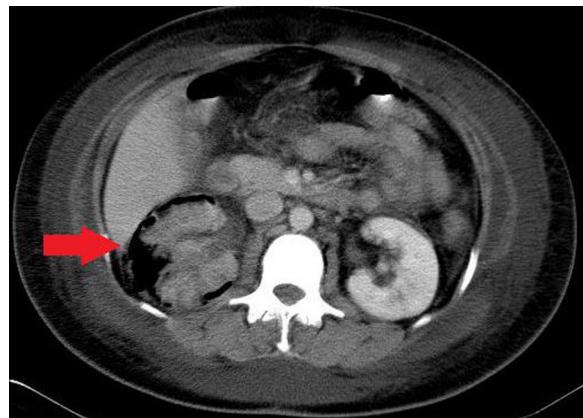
Pielonefritis enfisematoso. TAC de abdomen con contraste en la que se evidencia riñón derecho aumentado de tamaño, con presencia de gas pararrenal y destrucción del parénquima renal (flecha).
